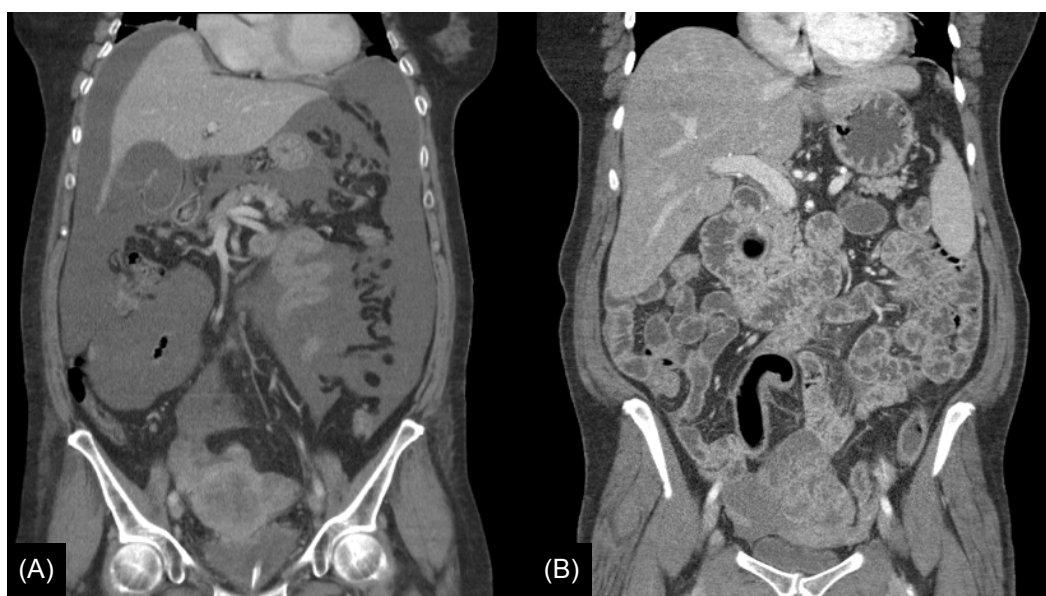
Comparativa entre modalidades de TC, cortes coronales en pacientes con cáncer de ovario en estadio avanzado. (A) Estudio de TC Convencional, muestra ascitis y colapso de las asas intestinales. (B) Estudio de Enterografía por TC, muestra una buena distensión intestinal y un adecuado realce de contraste para valoración de órganos parenquimatosos.
